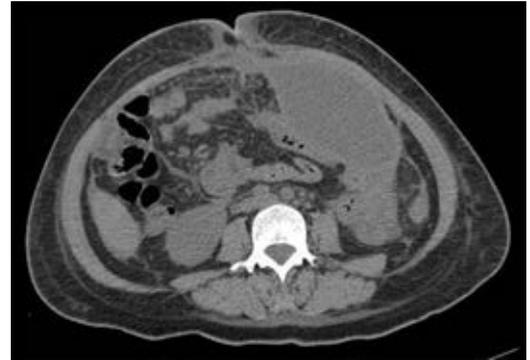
Imagen de tomografía: corte transversal de abdomen a nivel de L2 en la que se aprecia colección encapsulada con densidades entre 33 UH y 47 UI.
